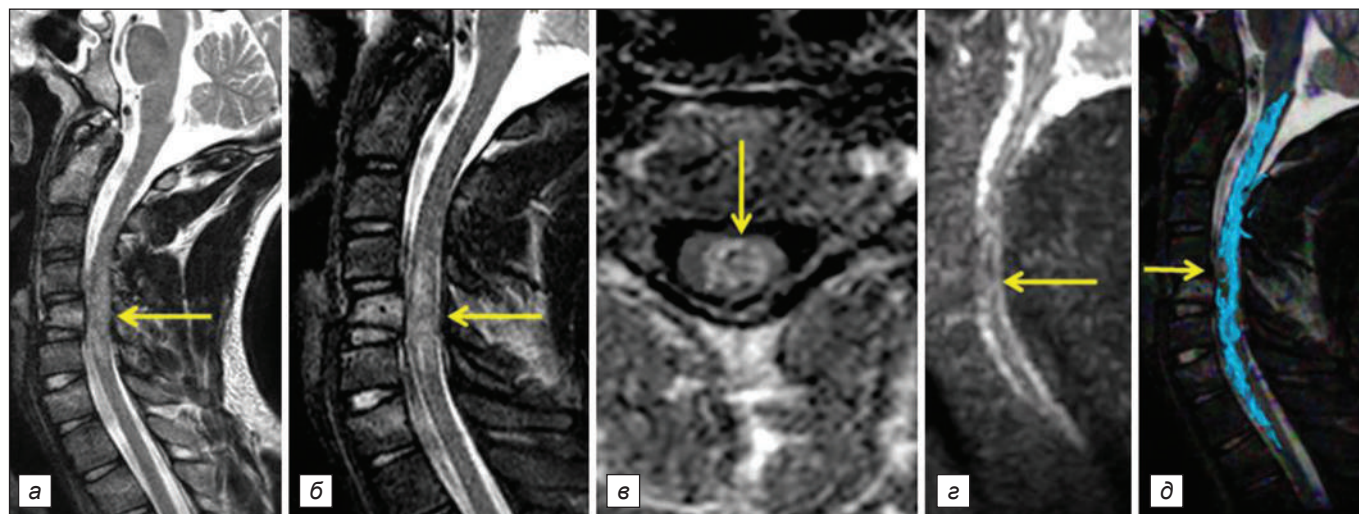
МРТ шейного отдела позвоночника: *а* – сагиттальная проекция Т2ВИ; *б* – STIR; *в* – аксиальная проекция Т1 ВИ; *г* – сагиттальная проекция ДВИ; *д* – ДТИ. Геморрагический ушиб спинного мозга С4–С7, гематомия, нестабильный «раскалывающий» перелом тела С5 позвонка, неосложненные компрессионные переломы тел позвонков С6, С7, Th2 (А1), разрыв жёлтой связки и межостистых связок в сегменте С4–С5, частичный разрыв затылочной связки (А2, В2), умеренный стеноз позвоночного канала на уровне С5.
